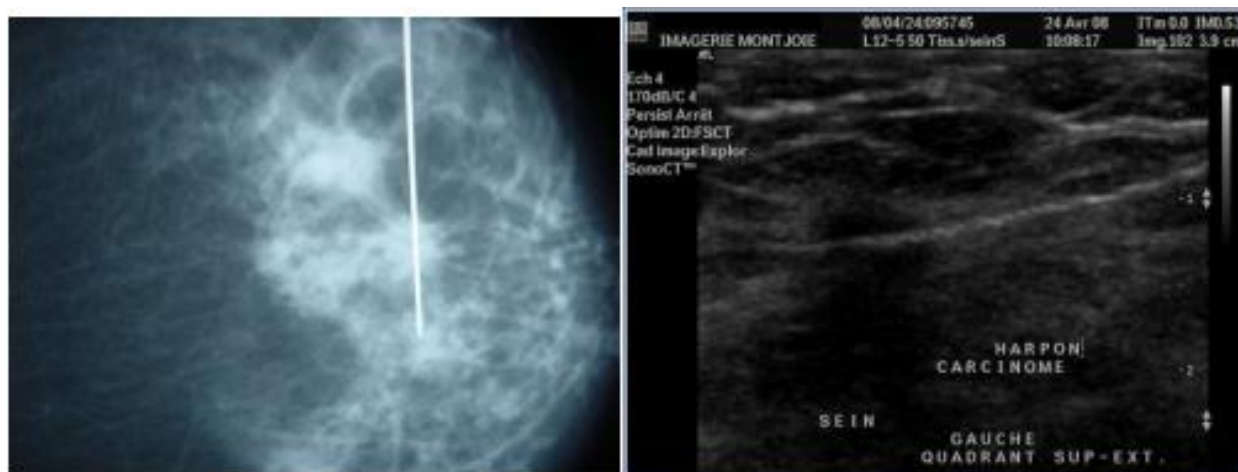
Repérage mammographique Repérage échographique
